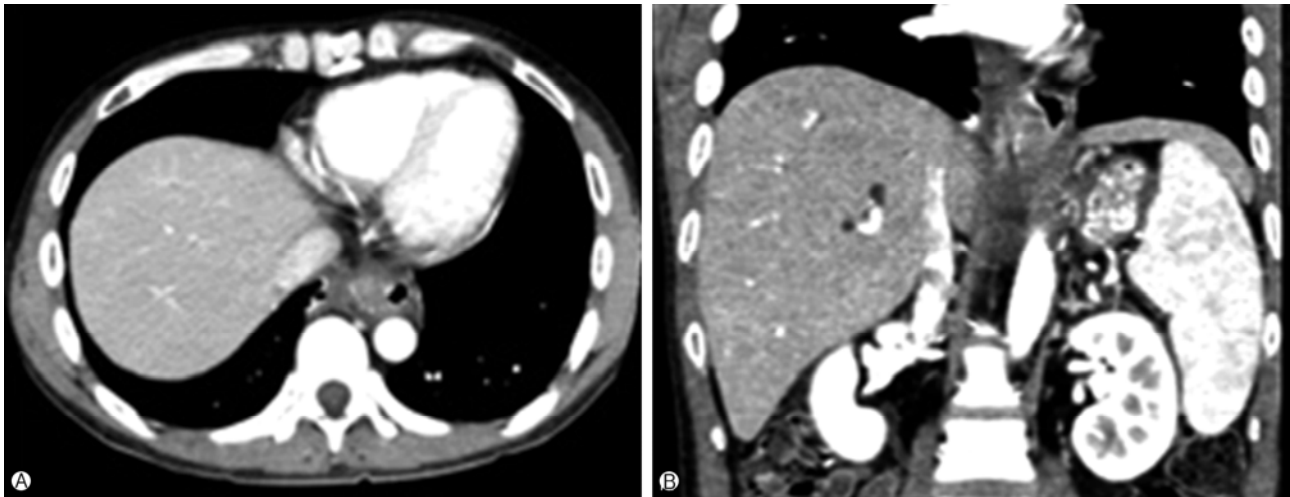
Axial and coronal images of contrast-enhanced abdominal computed tomography after 12 days from admission show a resolving process of mediastinal and pancreatic pseudocyst (A, B).
